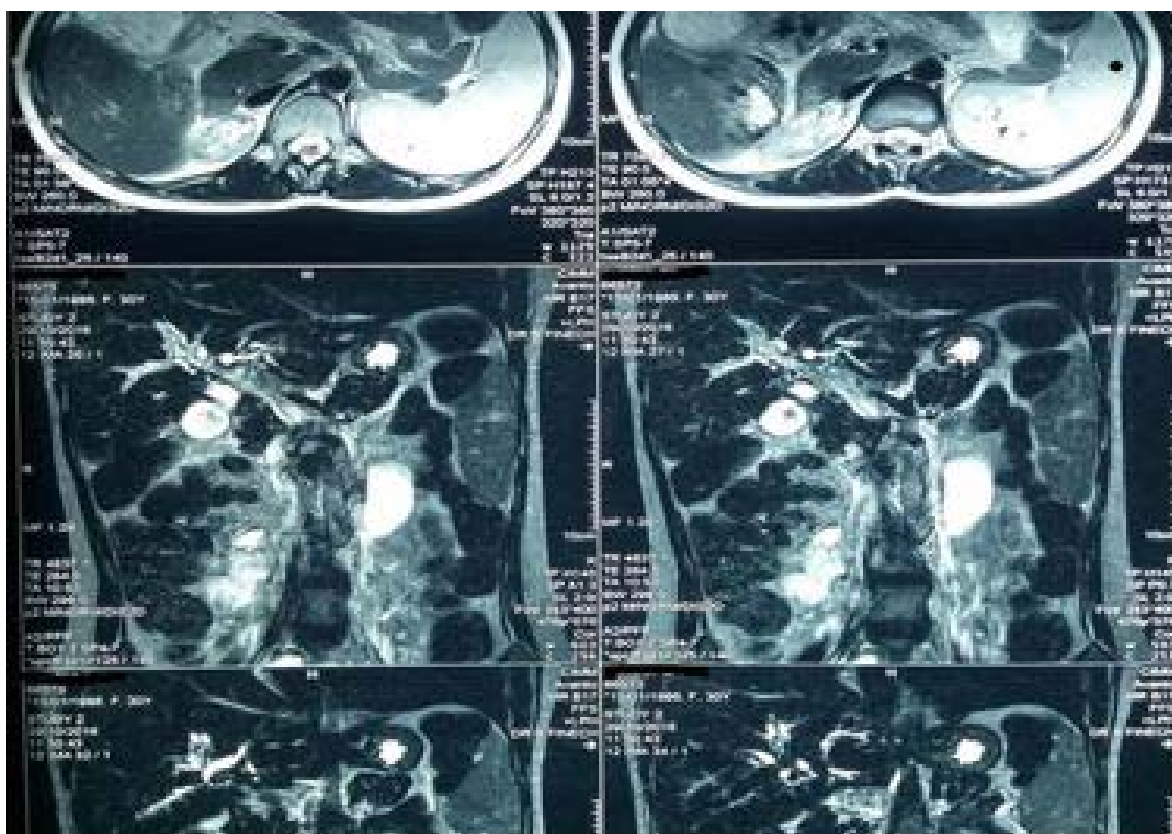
BILI-IRM : Dilatation modérée des VBH avec anastomose bilio-digestive en regard de la convergence biliaire
